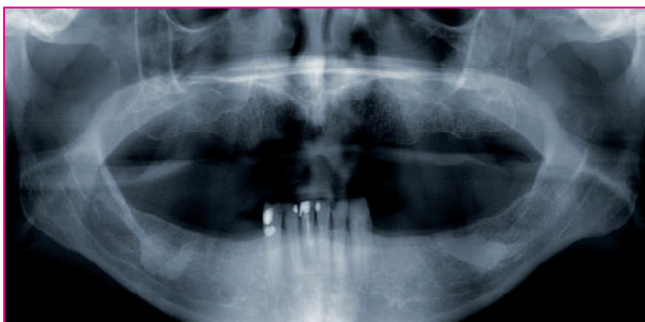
Ausgangssituation – röntgenologisch.
